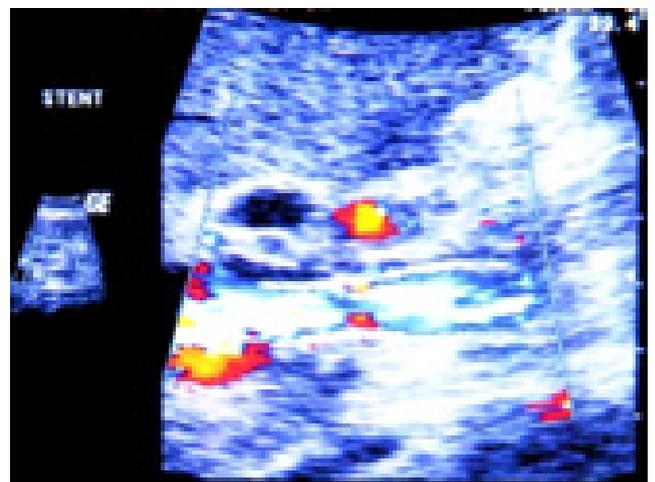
Doppler color que muestra el Stent colocado para tratar la estenosis residual posdilatación (Wallstent).
